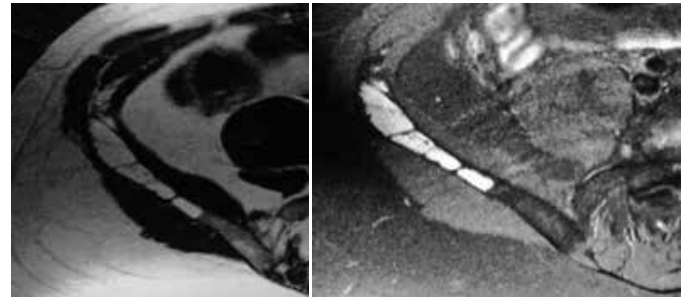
Corte axial de ressonância magnética do ilíaco esquerdo evidenciando lesão na asa do ilíaco, insuflativa, com hipersinal em T1 (A) e hiperssinal em T2 (B).
